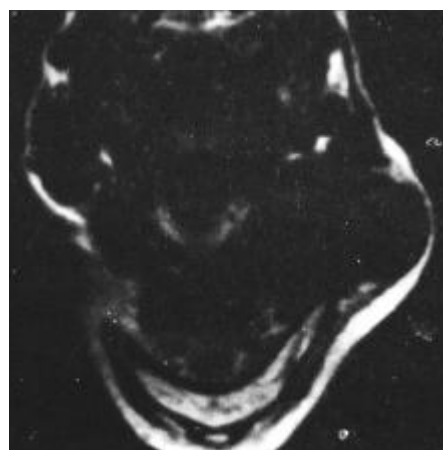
IRM objectivant la tuméfaction submandibulaire gauche
